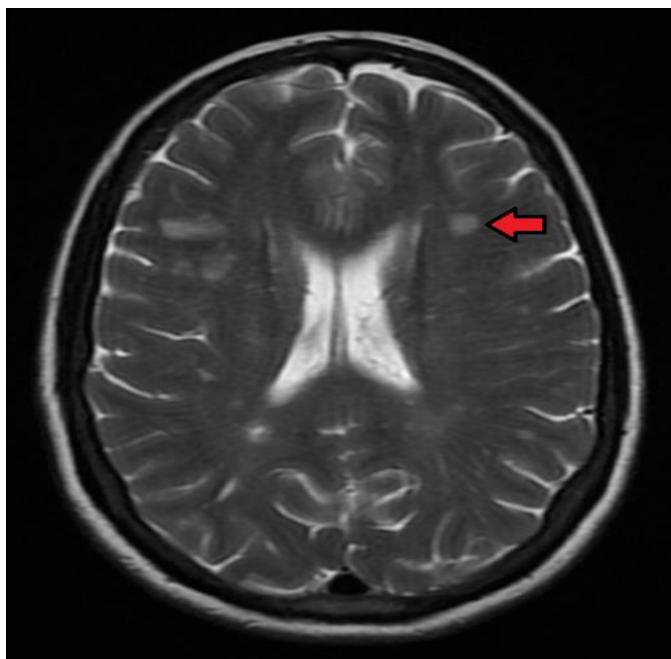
Resonancia magnética cerebral donde se visualizan lesiones en la sustancia blanca (leucoaraiosis). Imagen: Yakafaucon
